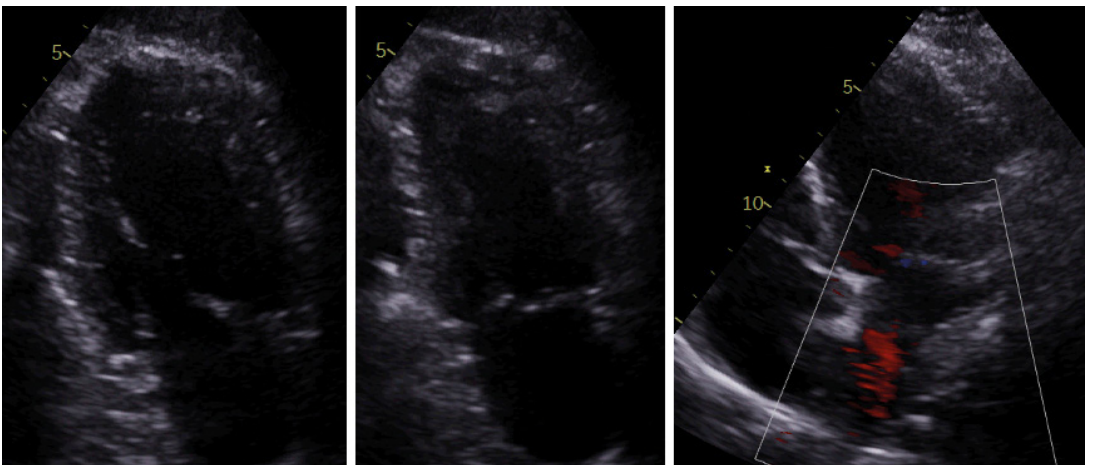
Ecocardiografía tras 3 meses de tratamiento médico optimizado y control de factores desencadenantes como la fibrilación auricular y el consumo de alcohol. Plano apical 2 cámaras en diástole (izquierda) y en sístole (medio): recuperación de la FEVI. Plano apical 4 cámaras en sístole (derecha): resolución de la insuficiencia mitral funcional.
